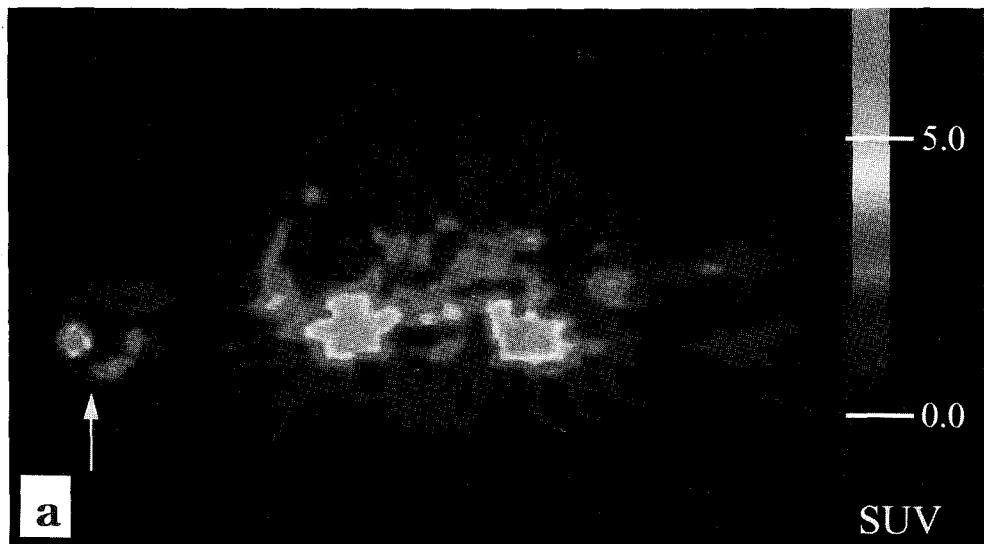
(a) Transaxial FDG-PET image of case 18 with a pigmented villonodular synovitis shows high FDG uptake with 7.5 of pSUV in the right elbow. (b) Gd-enhanced T1-weighted sagittal MRI shows well enhanced heterogeneous mass in the right elbow area. (c) Time-activity curve also shows an increasing pattern.
